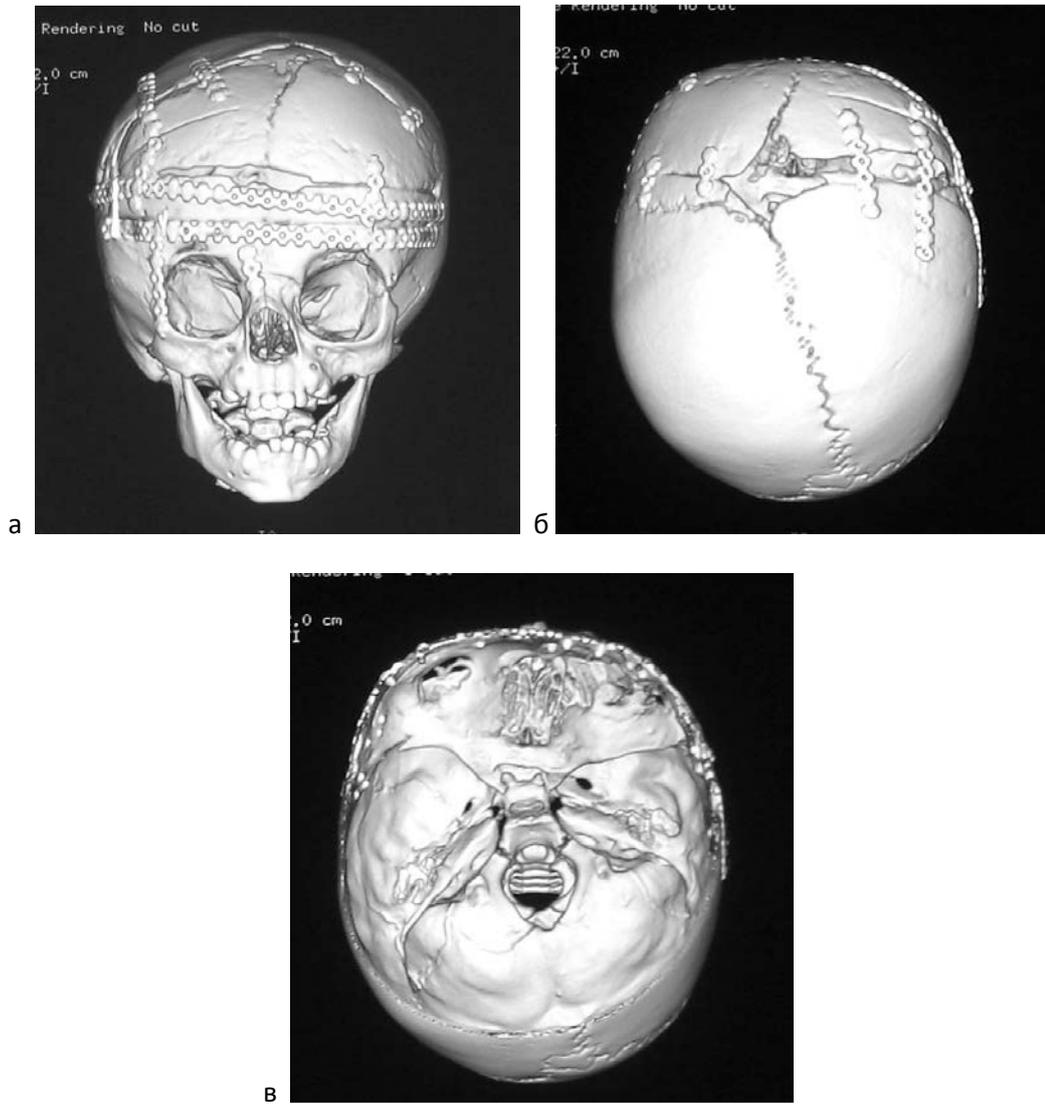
а, б, в. КТ3D изображения черепа пациента Л. с правосторонней синостозной лобной плагиоцефалией через 3 мес. после операции.
